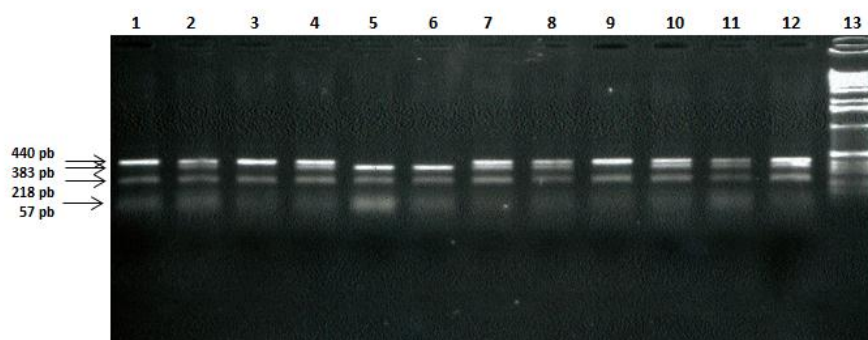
Gel de electroforese representativo do fragmento amplificado do gene *BCL11A* na região do polimorfismo rs11886868, digerido com *Mbo* II. No canal 13 encontra-se o marcador de peso molecular. Nos canais 1, 3 e 9 a enzima não digeriu na região do polimorfismo (genótipo TT); nos canais 2, 4, 7, 8, 10 e 11 digeriu em apenas um dos alelos (genótipo CT); nos canais 5 e 6 digeriu em ambos os alelos (genótipo CC). O canal 12 corresponde ao controlo heterozigótico.
